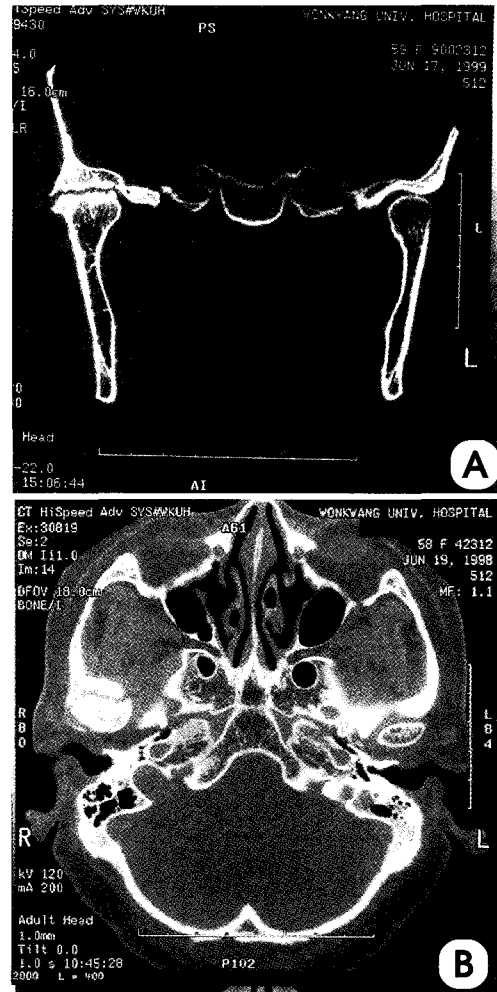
A, B. Coronal and axial CT scans show right condylar enlargement, cortical sclerosis and thickening of condyle, articular fossa and articular eminence.
